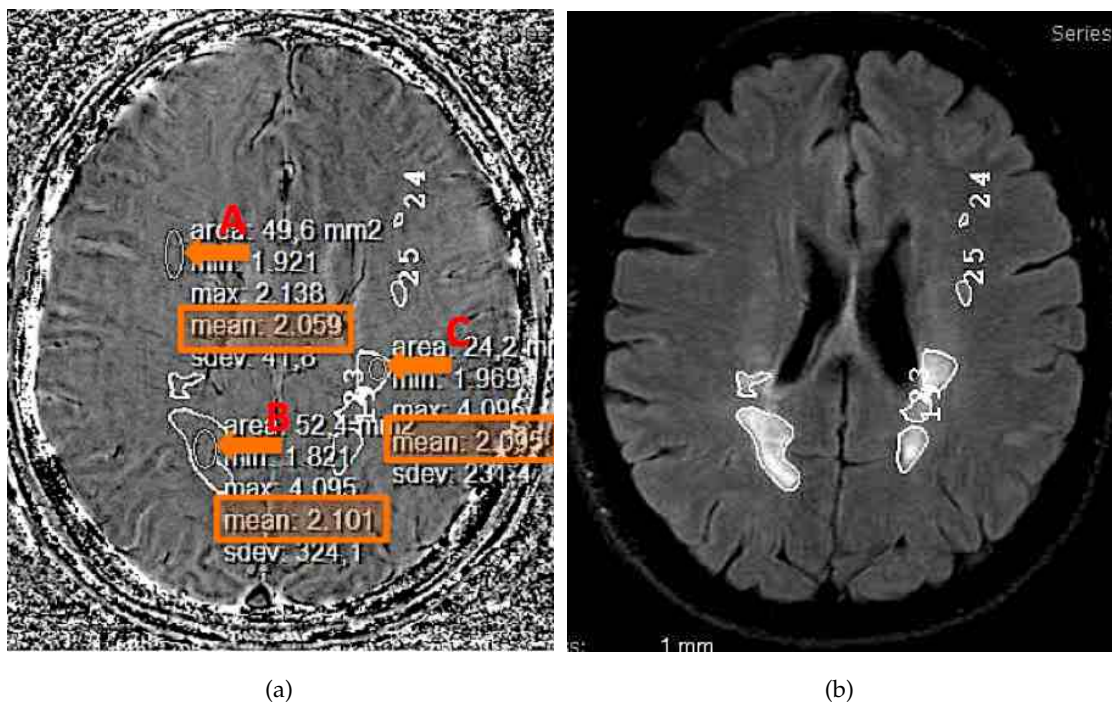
Die an der Workstation gemessenen Phasenwerte (a) unterliegen Schwankungen. So liegt der gemessene Wert innerhalb gesunder weißer Substanz ( $A = 2,059$ ) niedriger als der im Läsionsareal ( $B = 2,101$ ;  $C = 2,095$ ). ((b) entspricht der korrespondierenden Schicht im FLAIR Kontrast.)
